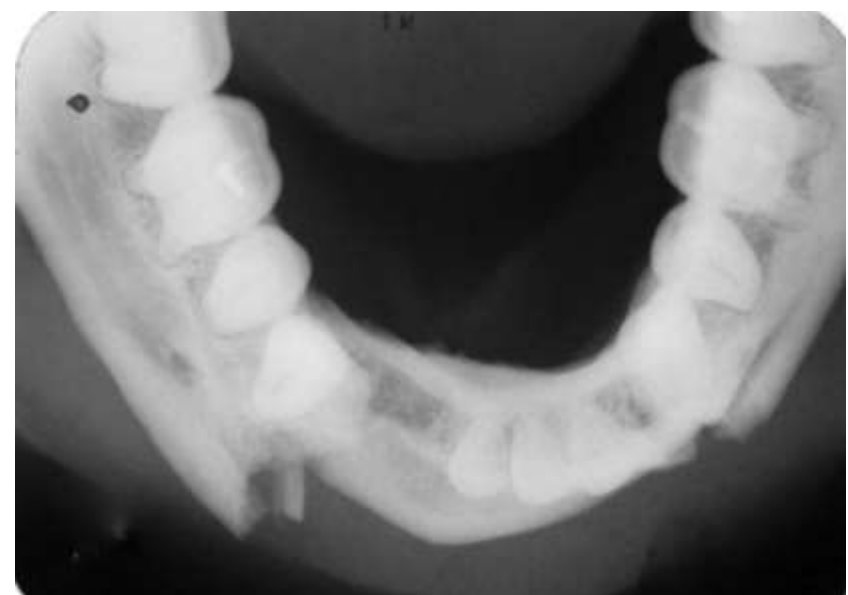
Radiografia oclusal total evidenciando fratura das corticais vestibular e lingual da mandíbula e deslocamento do fragmento ósseo
